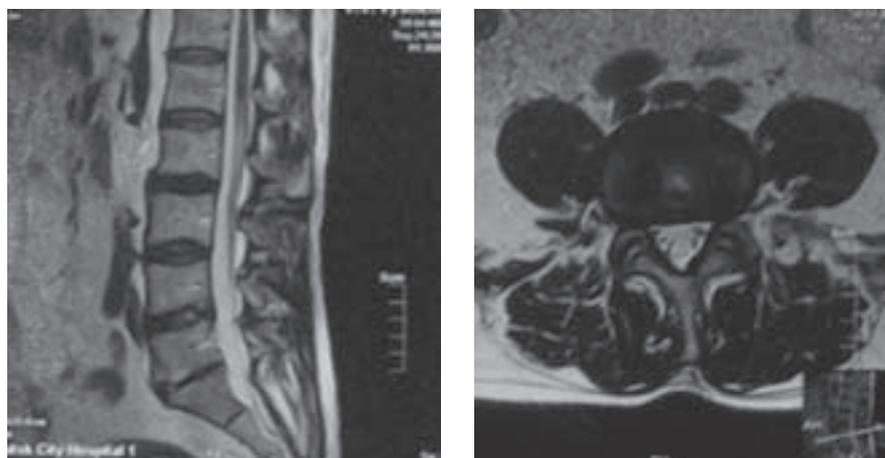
Пациент В., 58 лет. MRI-граммы после операции через 11 мес. Грыжи диска L_{IV}-L_V с выбуханием в просвет позвоночного канала до 3 мм
